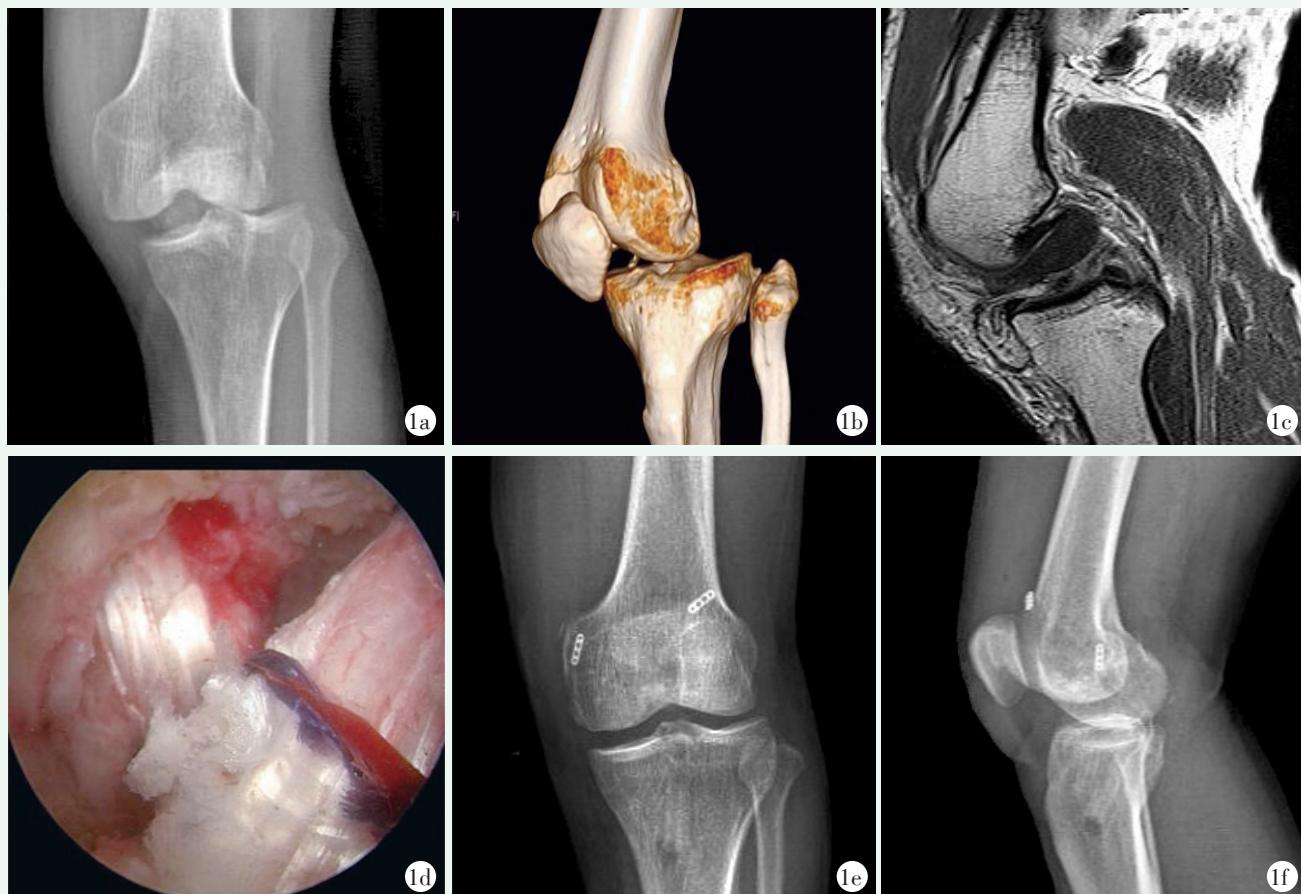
患者，男，45岁，机器铰伤致左膝KD-III-M型脱位。1a：术前正位X线片示左膝关节脱位；1b：术前CT示左膝脱位，并排除骨折；1c：术前MRI示ACL、PCL、MCL连续性中断；1d：术中行无止血带关节镜下多韧带重建；1e, 1f：术后左膝正侧位X线片示内固定位置良好。
